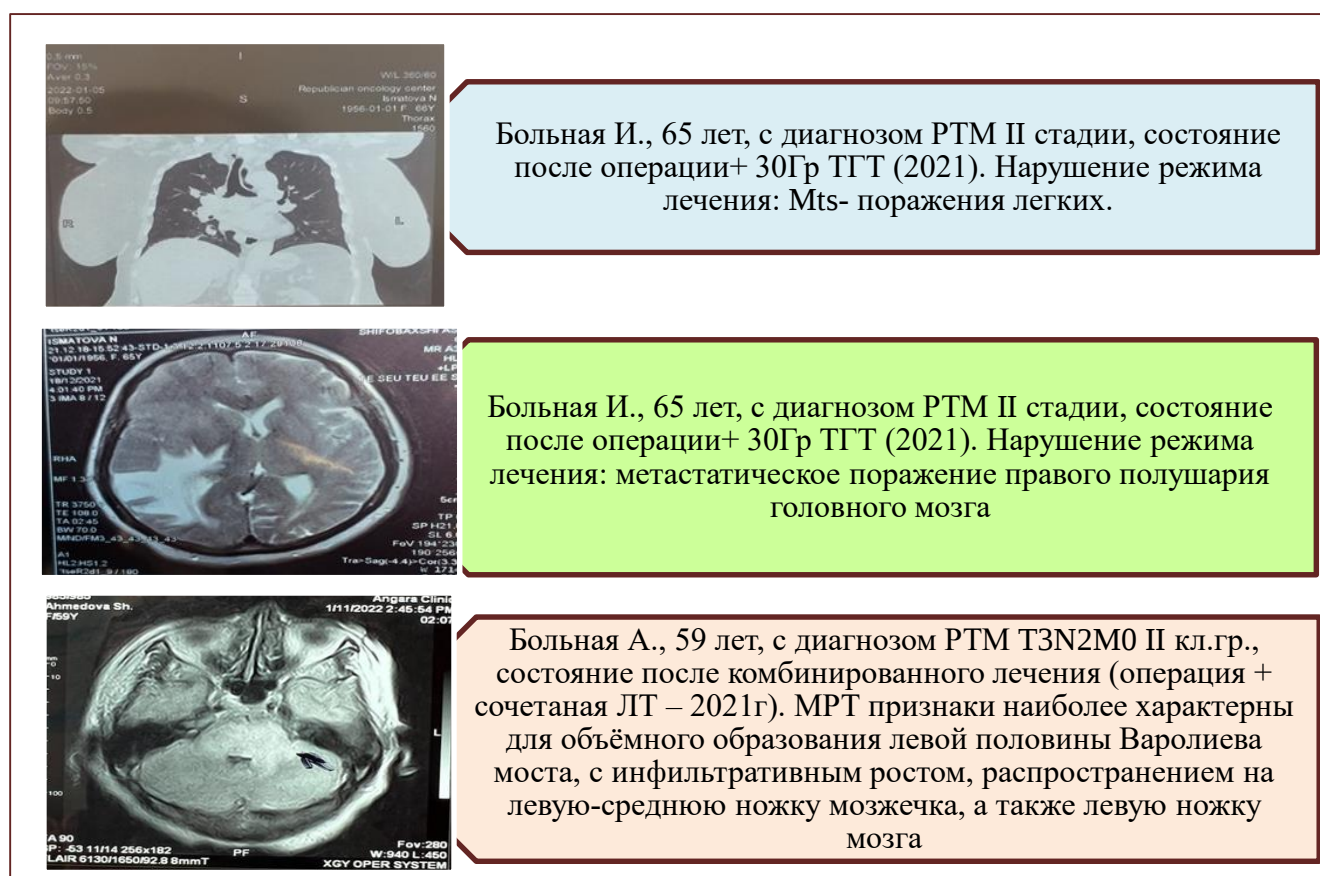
МРТ-картина больных с отдаленными метастазами
